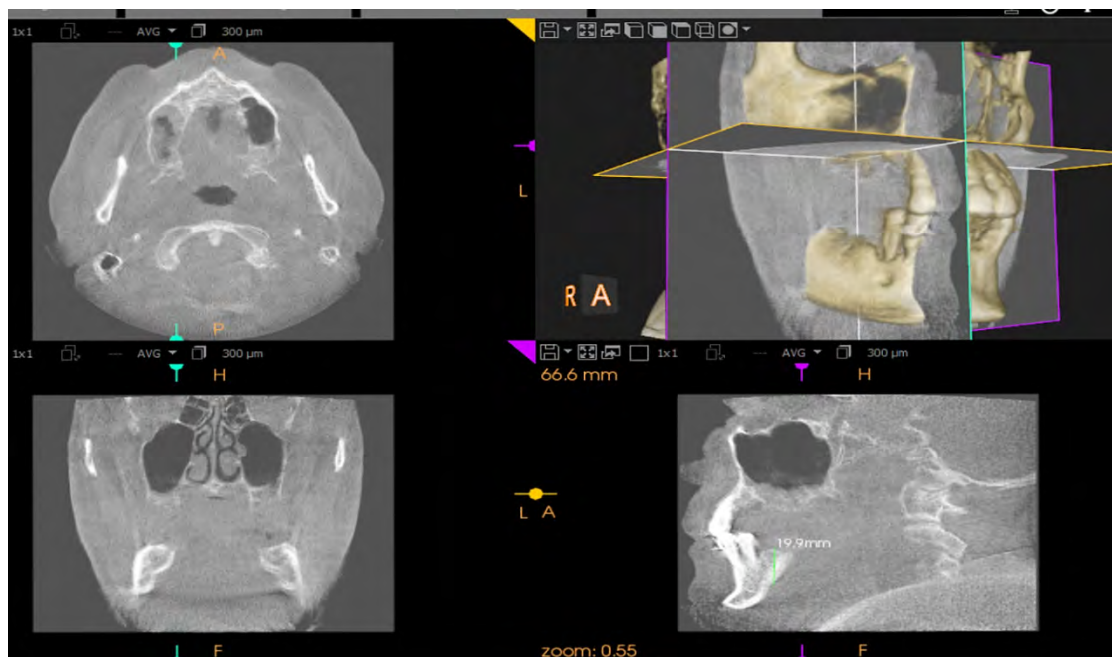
Prerjet e CBCT në regionin e sinusit maksilar të djathtë.
